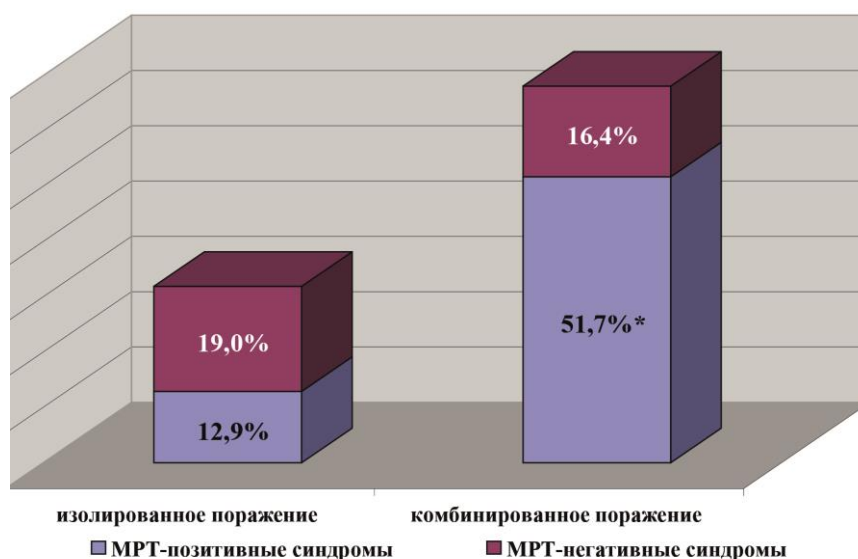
Соответствие клинических синдромов и МРТ-изменений (\* $p=0,0001$ )
